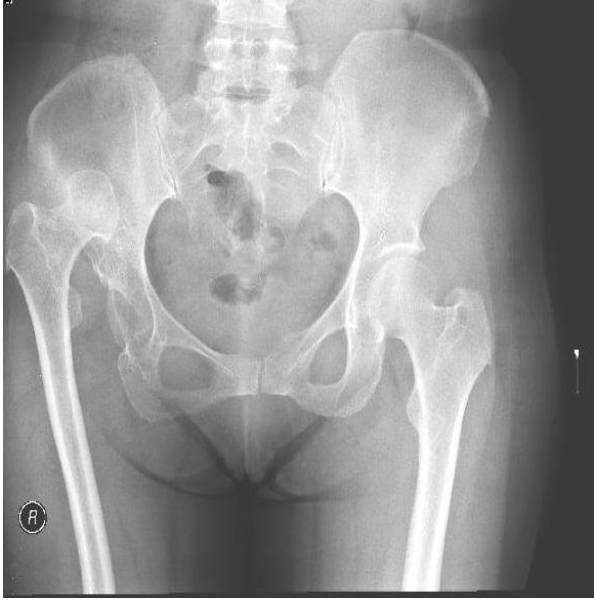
Postop 3. Ay Pelvis Grafisi
